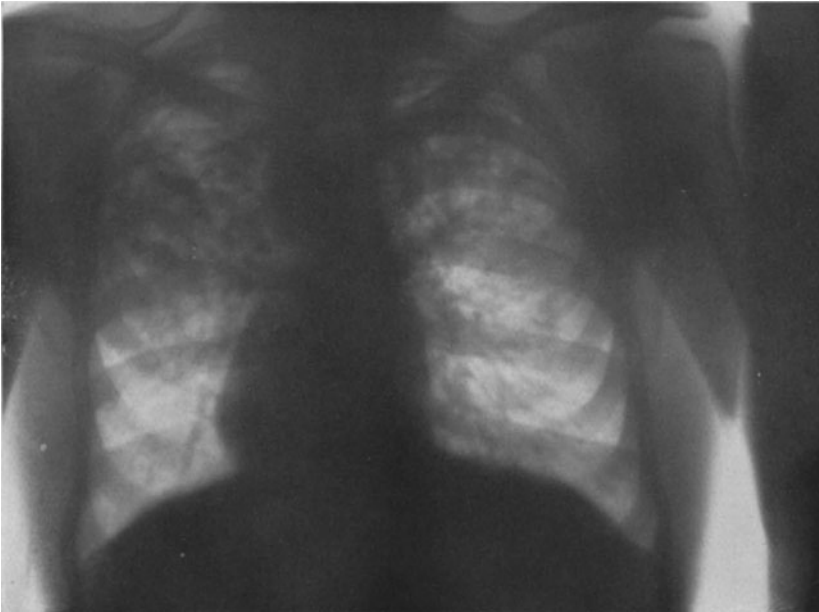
Die Veränderung beider oberen Lungenteile ist bedingt durch Pneumonokoniose (Steinhauerlung) und verkäsende Tuberkulose. Links oben — der linken Seite des Beschauers gegenüber — Kaverne. Die pneumokoniotischen Herde sind im vorliegenden Falle röntgenologisch von den Käseherden nicht zu unterscheiden (Obduktion).
